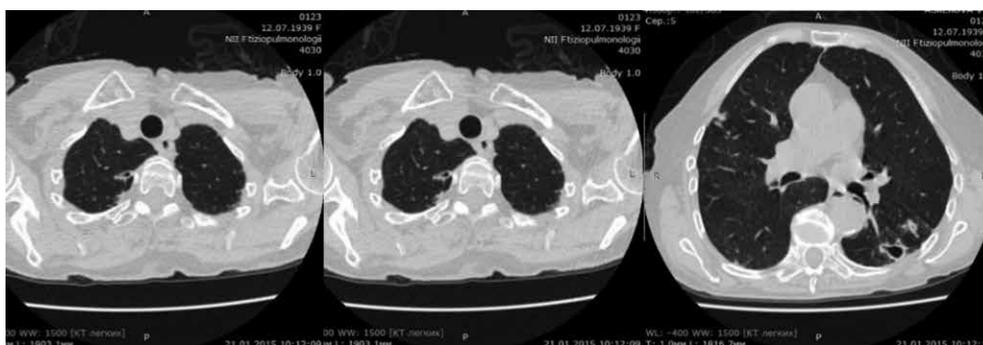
Рентгенологические изменения по МСКТ грудной клетки пациентки А. на фоне 2 мес терапии (21.01.2015 г.)
